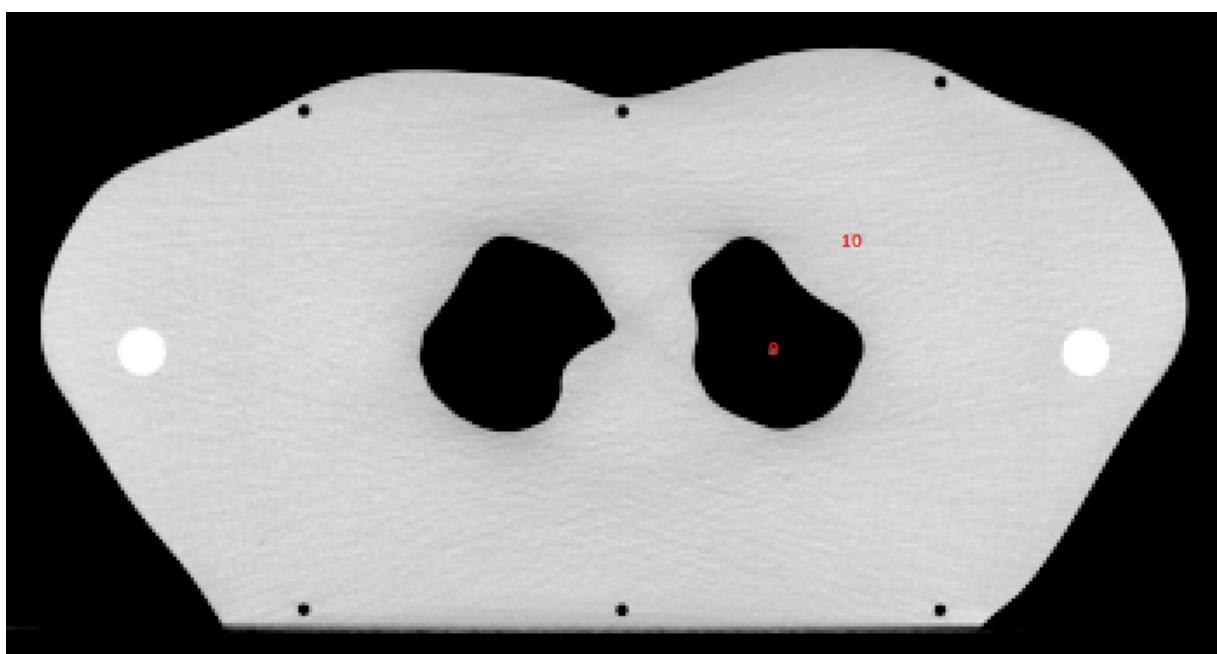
Dosimeterposisjoner CT-snitt 2 i lungefantomet.
